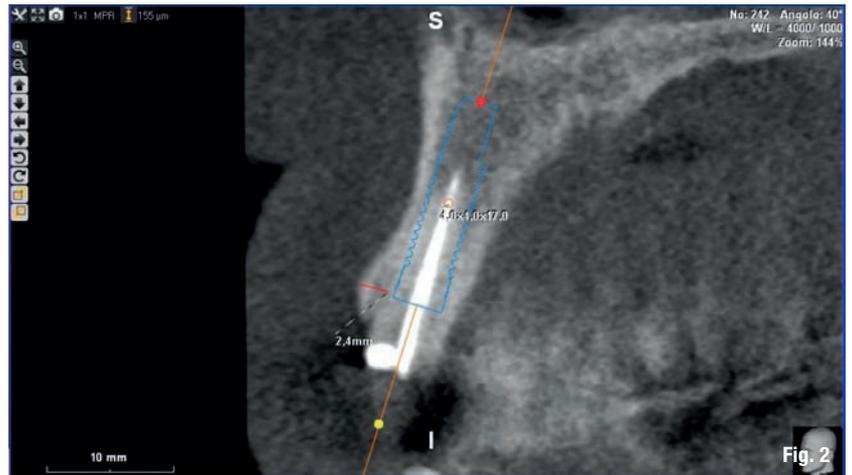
Il paziente ha fornito le scansioni CBCT acquisite presso un altro centro. In questa scansione, si è potuto misurare lo spessore della corticale vestibolare ma solo con difficoltà, a causa del rumore di fondo e quindi della bassa nitidezza dell'immagine. La corticale era spessa circa 2,4 mm.
